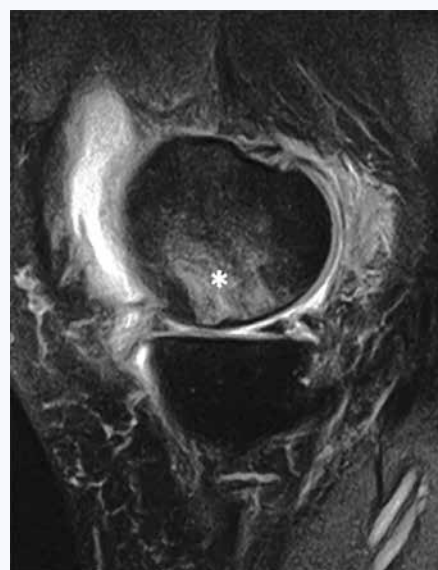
МР-томограмма в сагиттальной проекции (PD-FS). Субхондральный отек при переломе недостаточности (звездочка)
